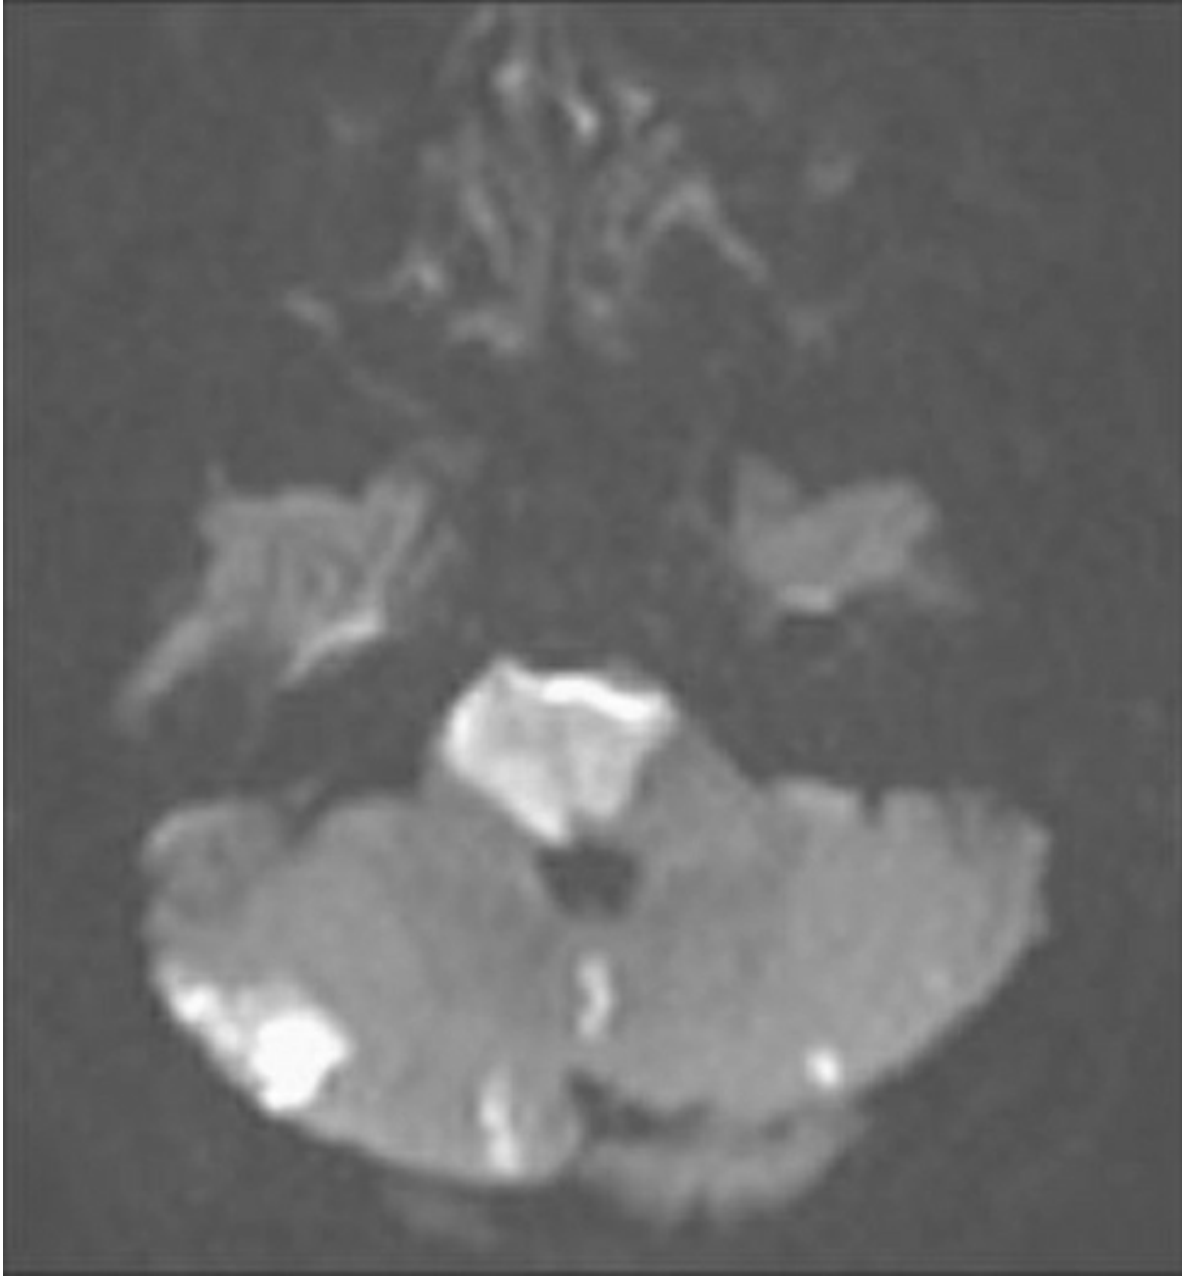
RMN axial ponderada por difusión.
